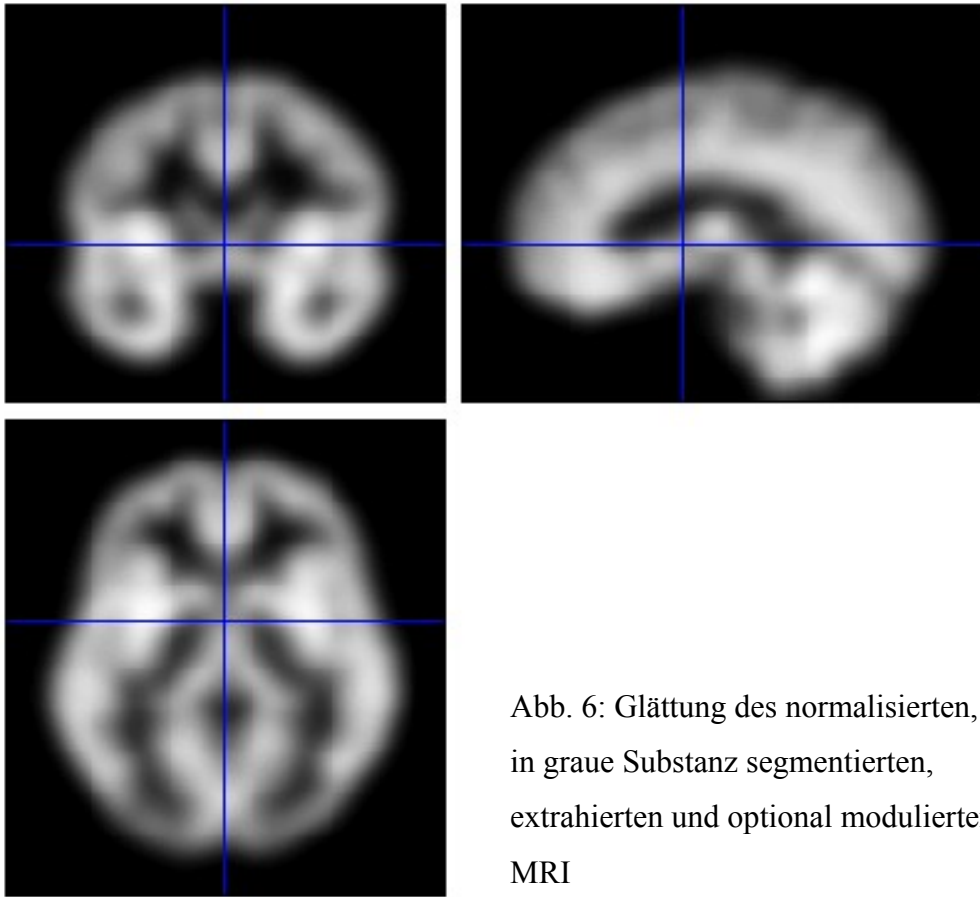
Glättung des normalisierten, in graue Substanz segmentierten, extrahierten und optional modulierten MRI
